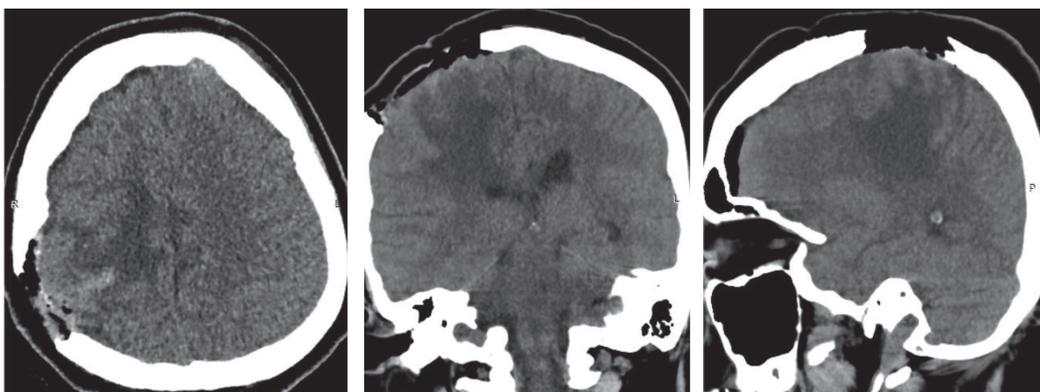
Компьютерная томография головного мозга после операции
